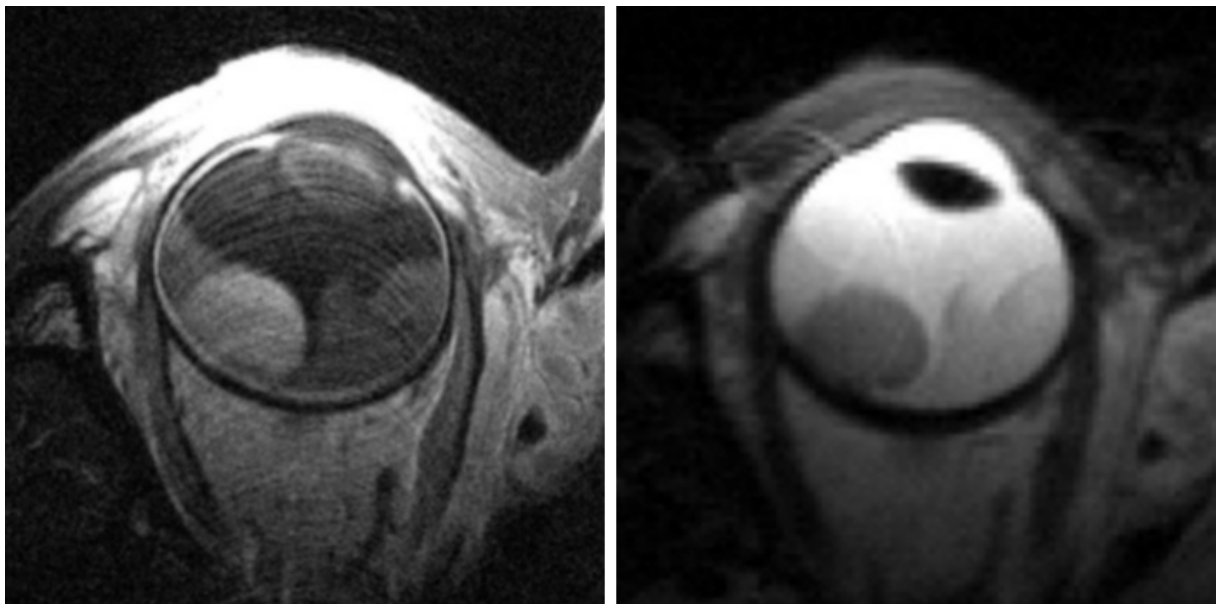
Magnetresonanztomographisches Bild eines Aderhautmelanoms, links T1-Gewichtung nach intravenöser Gabe eines paramagnetischen Kontrastmittels, rechts T2-Gewichtung
